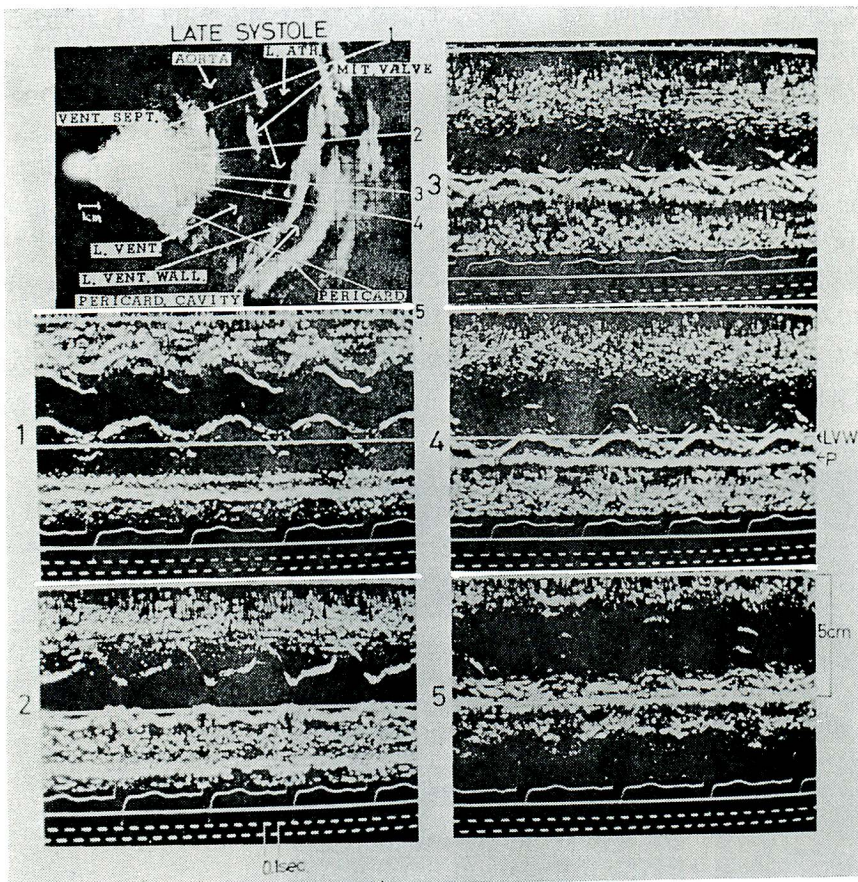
Ultrasono-cardiograms in a case with a small amount of effusion
